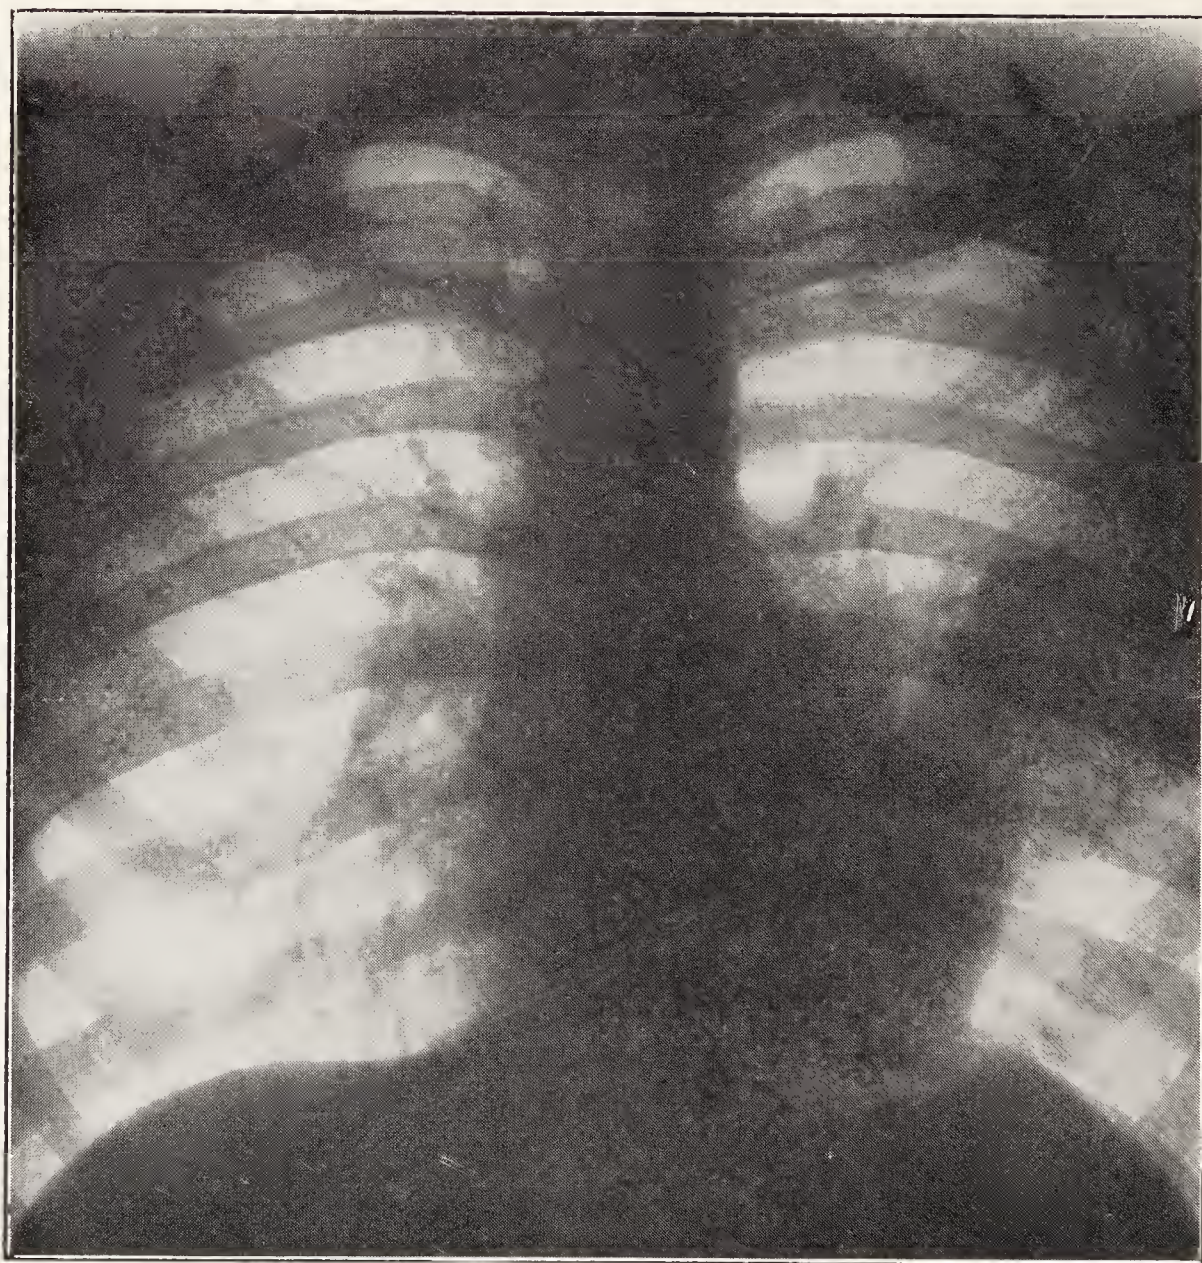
bis. — Radiographie d'une pleurésie interlobaire gauche (Val-de-Grâce).
